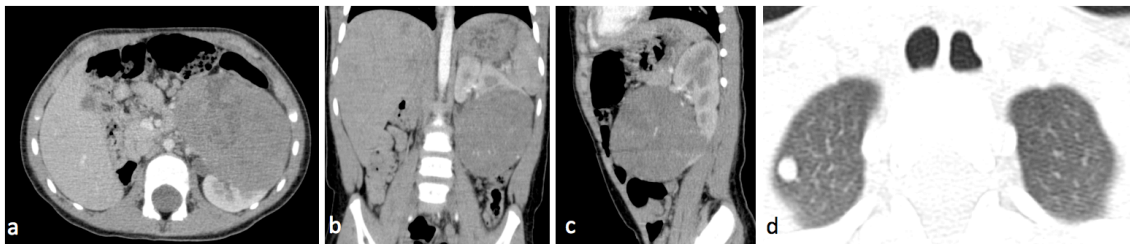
Paciente masculino de 4 años de edad. Tomografía contrastada de abdomen, plano axial (a), coronal (b) y sagital (c). Ectopia renal cruzada con riñones fusionados en el lado izquierdo en el que se observa masa sólida de realce heterogéneo, < 50cc de volumen. Tomografía de tórax plano axial (d) con nódulo pulmonar > 1cm por metástasis secundaria. Resultado de histopatología compatible con tumor de Wilms subtipo no favorable.
